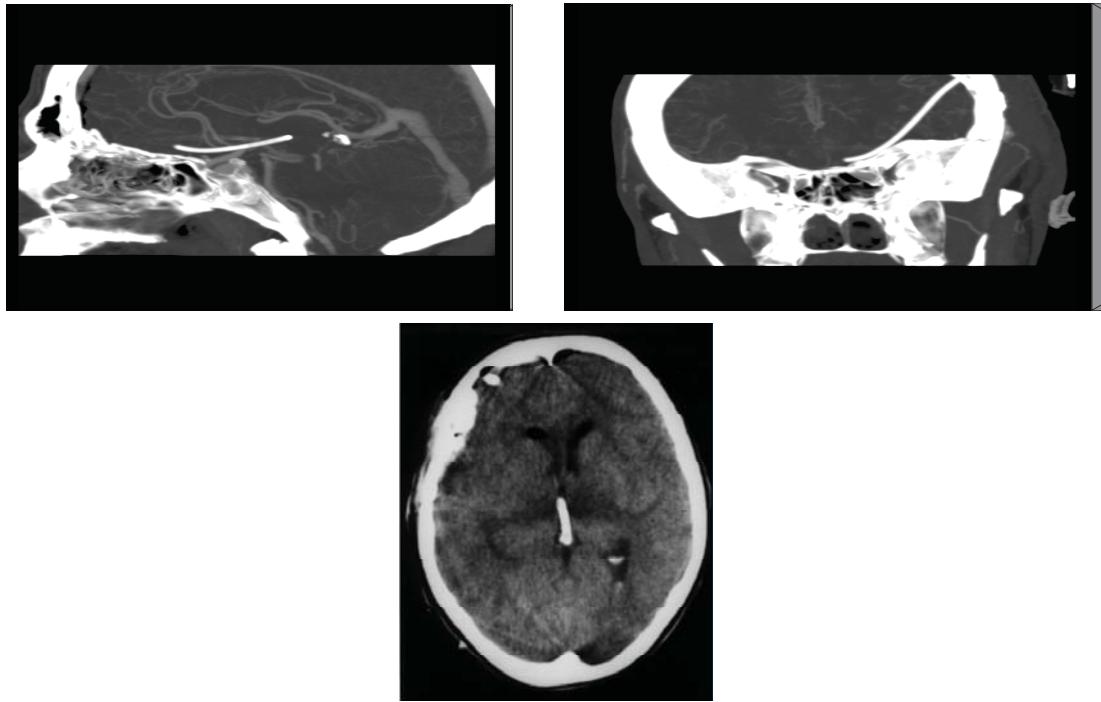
CT-Cerebral postoperator ce demonstrează prezența și situarea cateterului de silicon in interiorul ventricolului III
